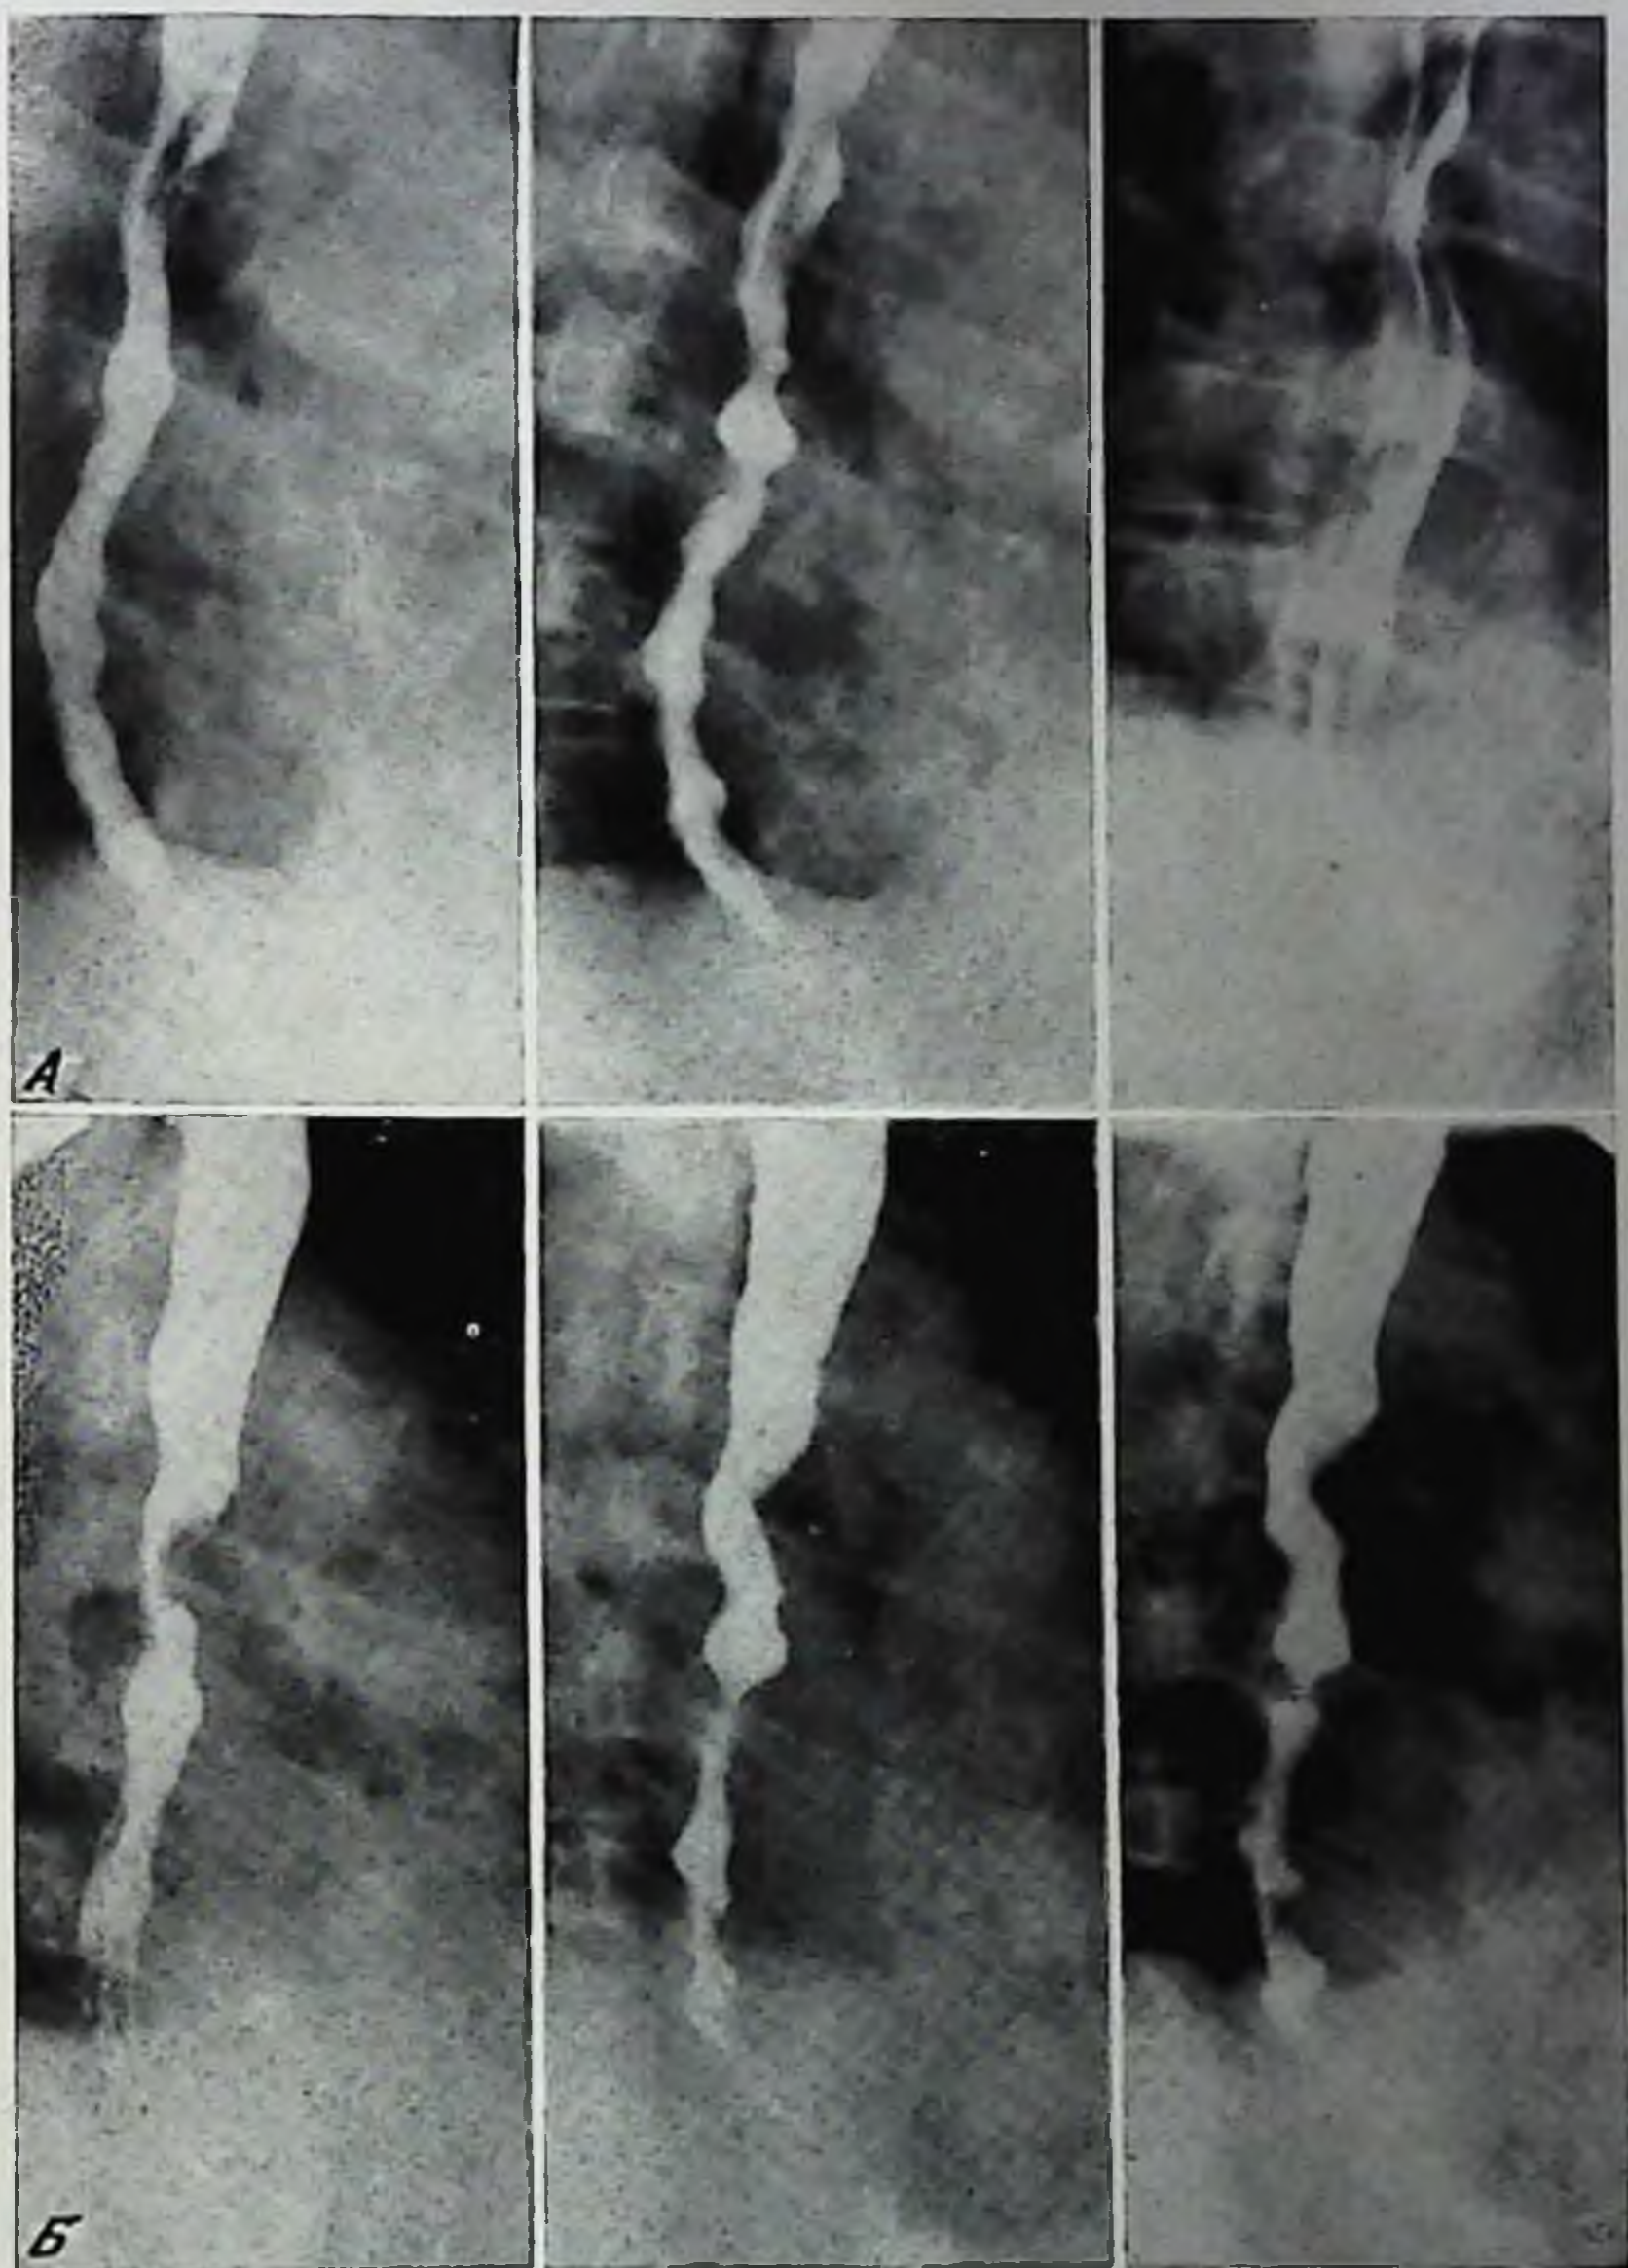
Рентгенограммы того же больного Г.
